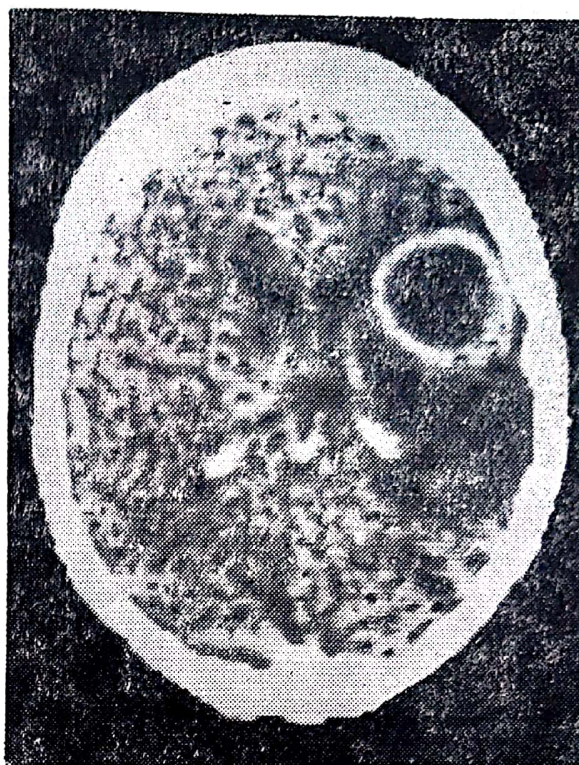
Tomografie computerizată într-un caz de abces cerebral: se constată delimitarea perfectă a capsulei abcesului.
